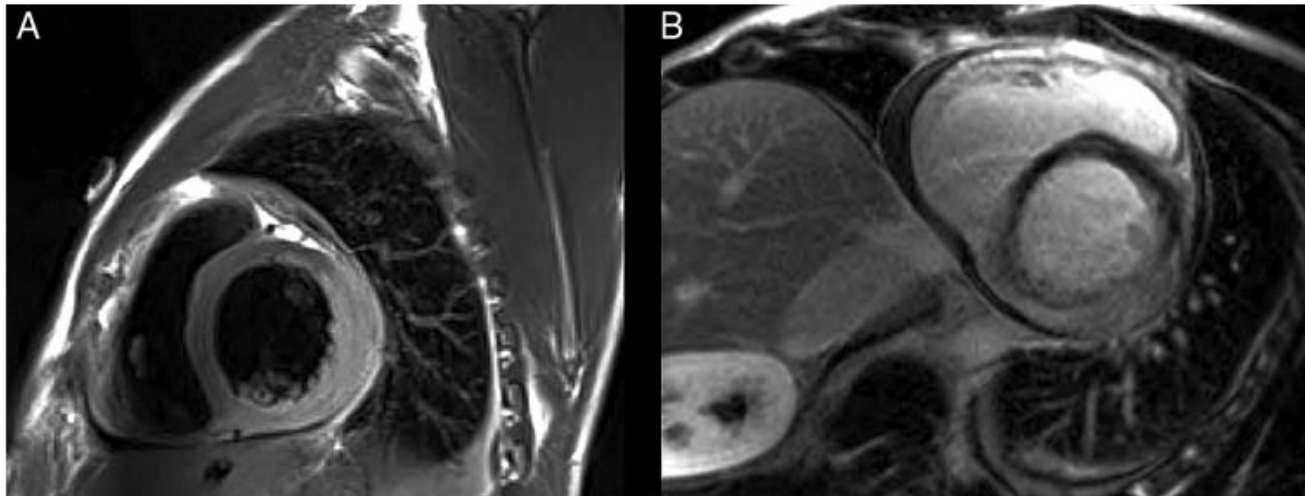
(A) Short-axis dark blood T2-weighted cardiac magnetic resonance imaging showing asymmetric thickening consistent with extensive myocardial oedema in the inferior and inferolateral segments of the left ventricle. (B) Short-axis delayed enhanced imaging demonstrating extensive enhancement of mid-wall and epicardium with sparing of the subendocardium.
